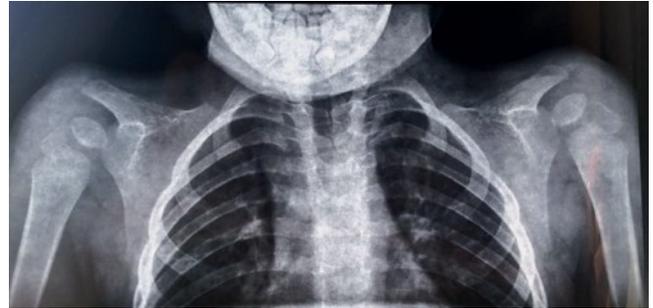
Обзорная рентгенография грудной клетки и ключиц
